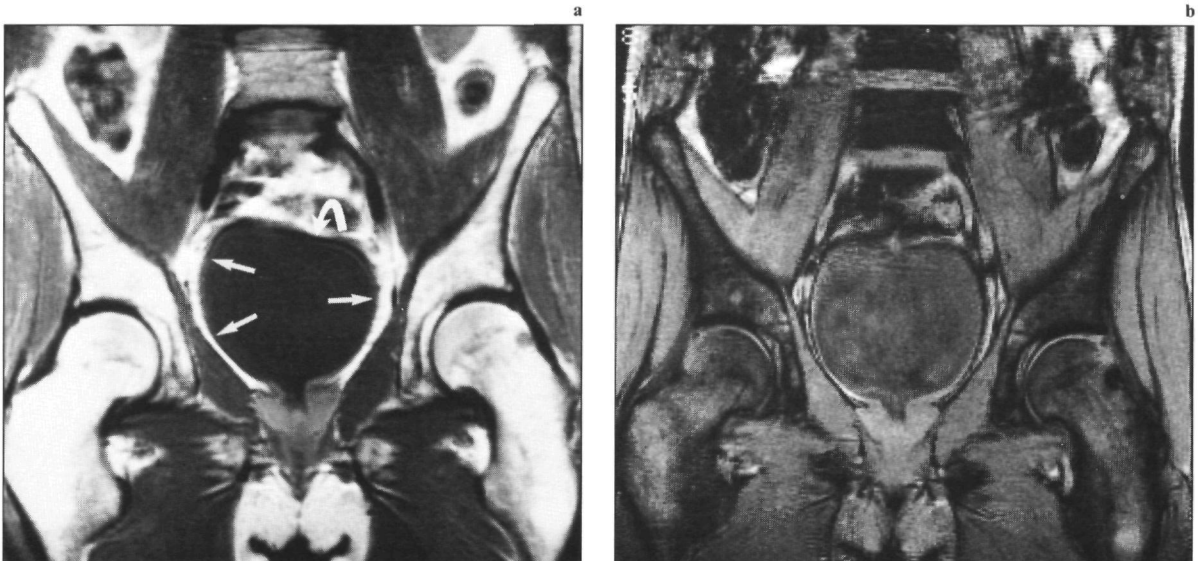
Coronale MRI-opnamen: (a) T₁-gewogen opname (1,5 T; SE/1000/15/2) en (b) FISP/150/12/2, $\alpha=70^\circ$ (zie ook figuur 4-1).
